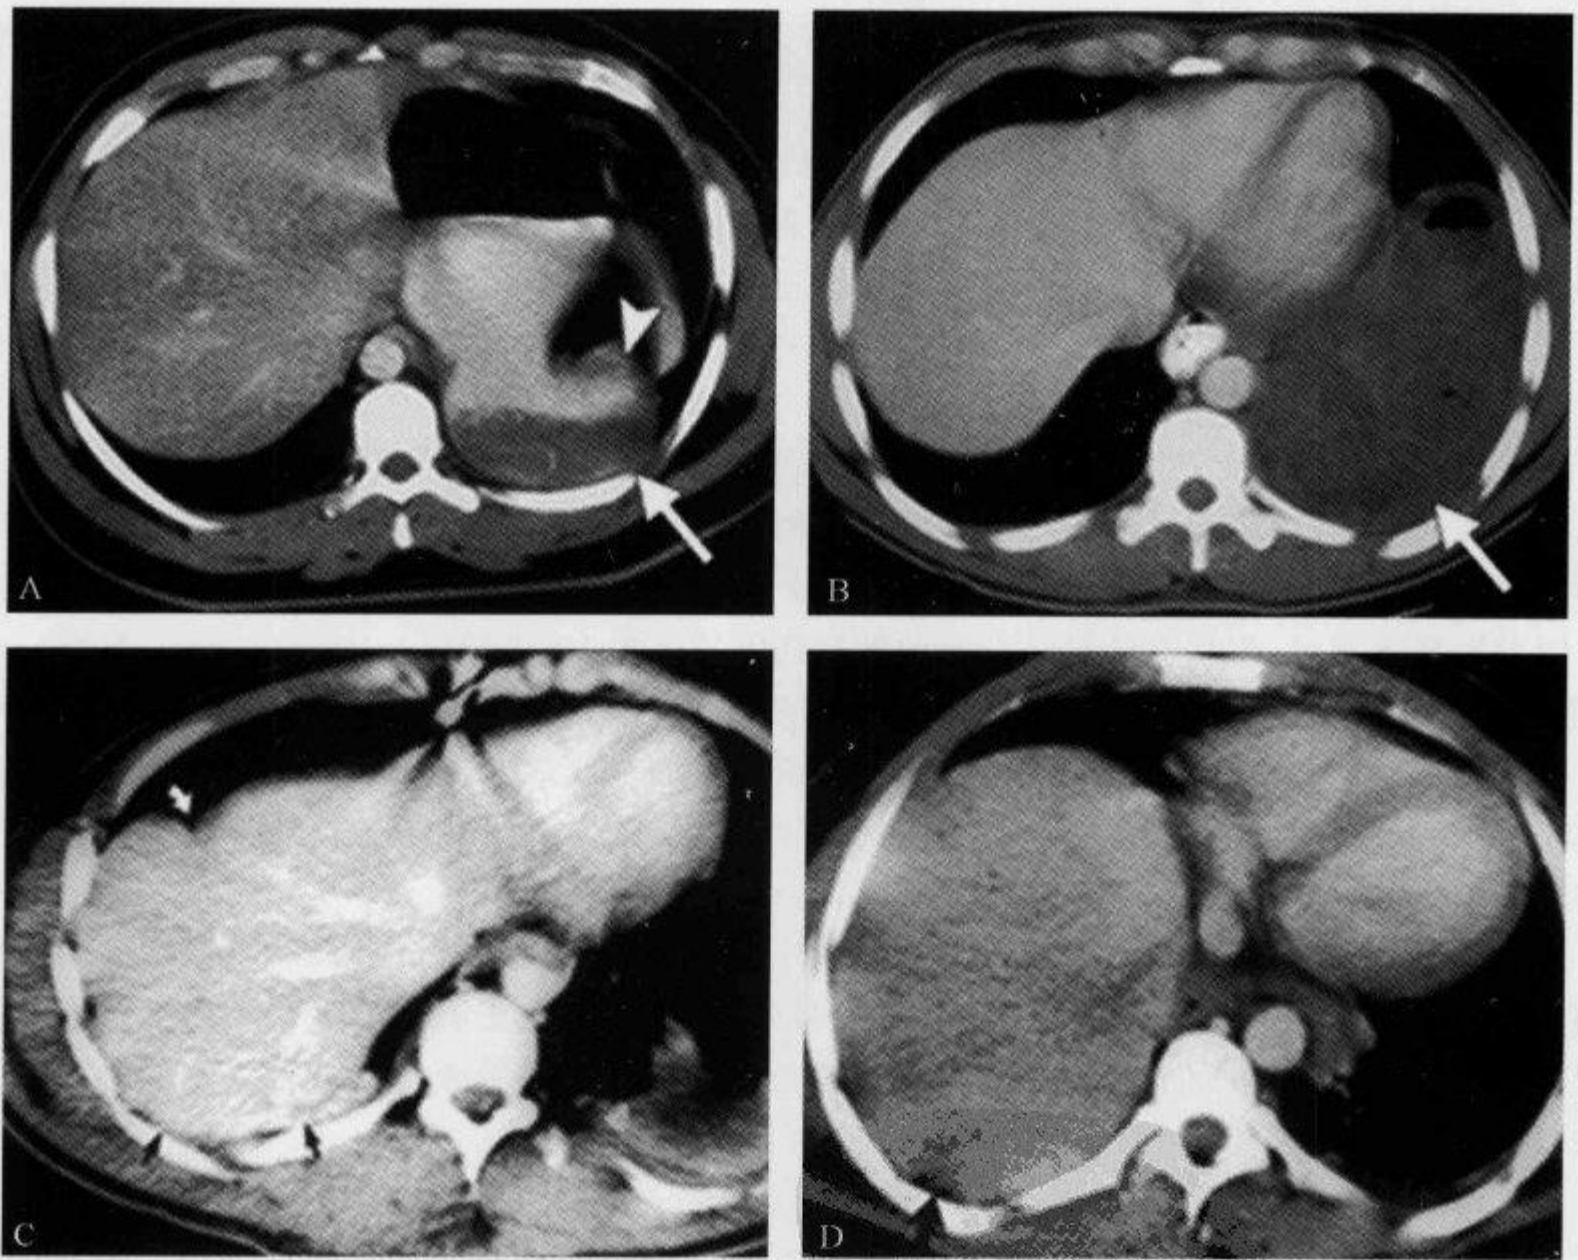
CT 扫描示“内脏依靠征”及“领口征”
